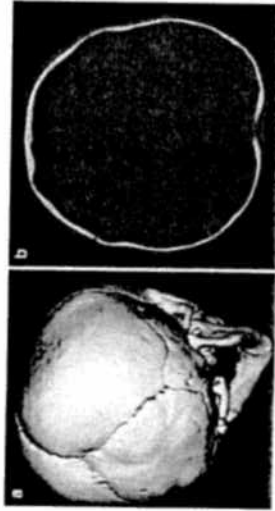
CT-scan van positionele brachycefalie. (uit Blaser 2008)
